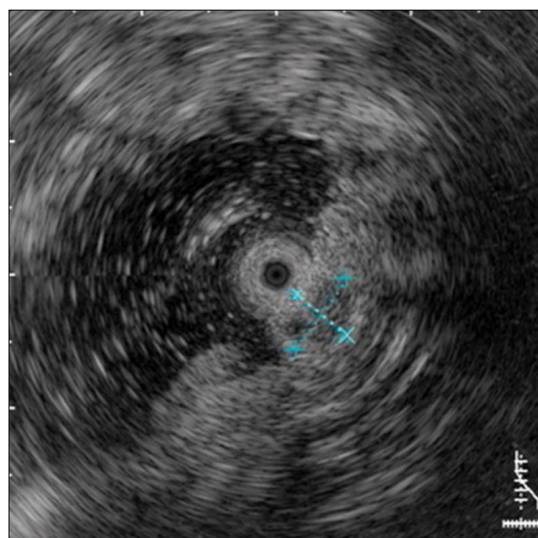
Endoscopic ultrasound finding. A 7×5 mm sized hypoechoic homogenous region at the 2nd and 3rd layers of the stomach.
